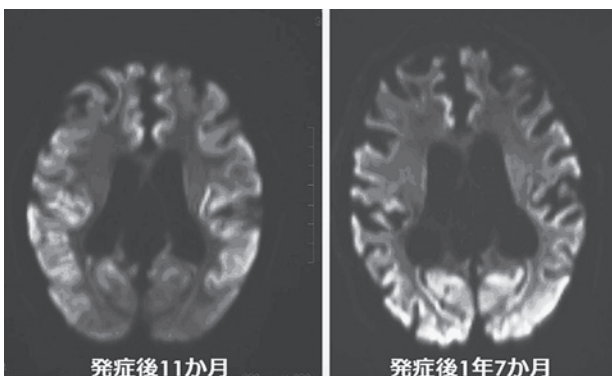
脳MRI (DWI) の経過 両側前頭葉の異常高信号は消褪している一方で、新たに側頭葉や後頭葉に異常高信号の出現
